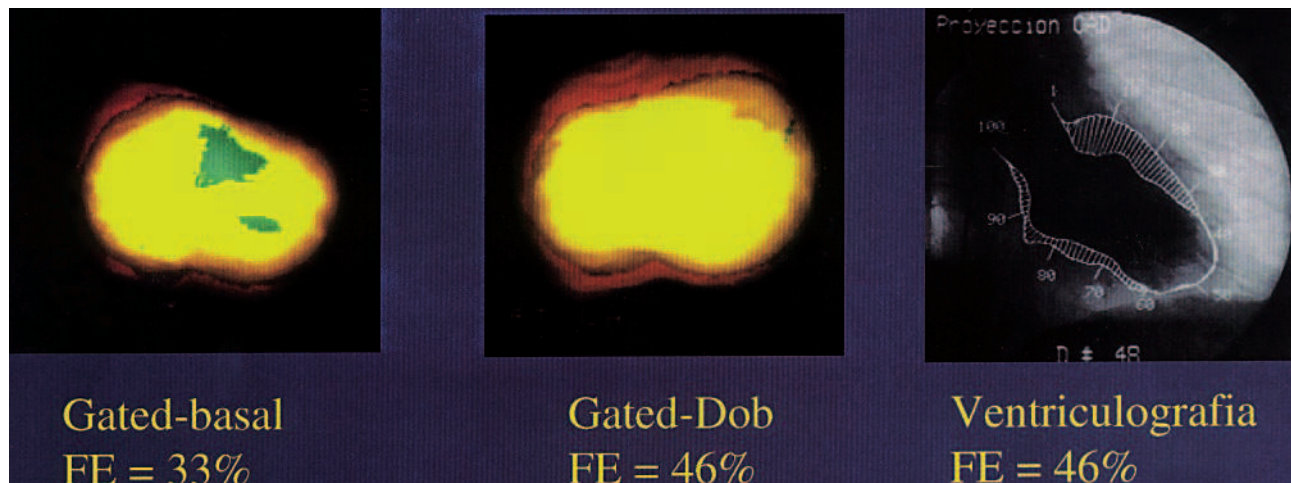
Análisis automático de la función ventricular con gated-SPECT basal, gated-SPECT con dobutamina a dosis de viabilidad, y con ventriculografía de contraste; FE: fracción de eyección; gated-Dob: gated-SPECT con dobutamina; ventriculografía; ventriculografía de contraste.
